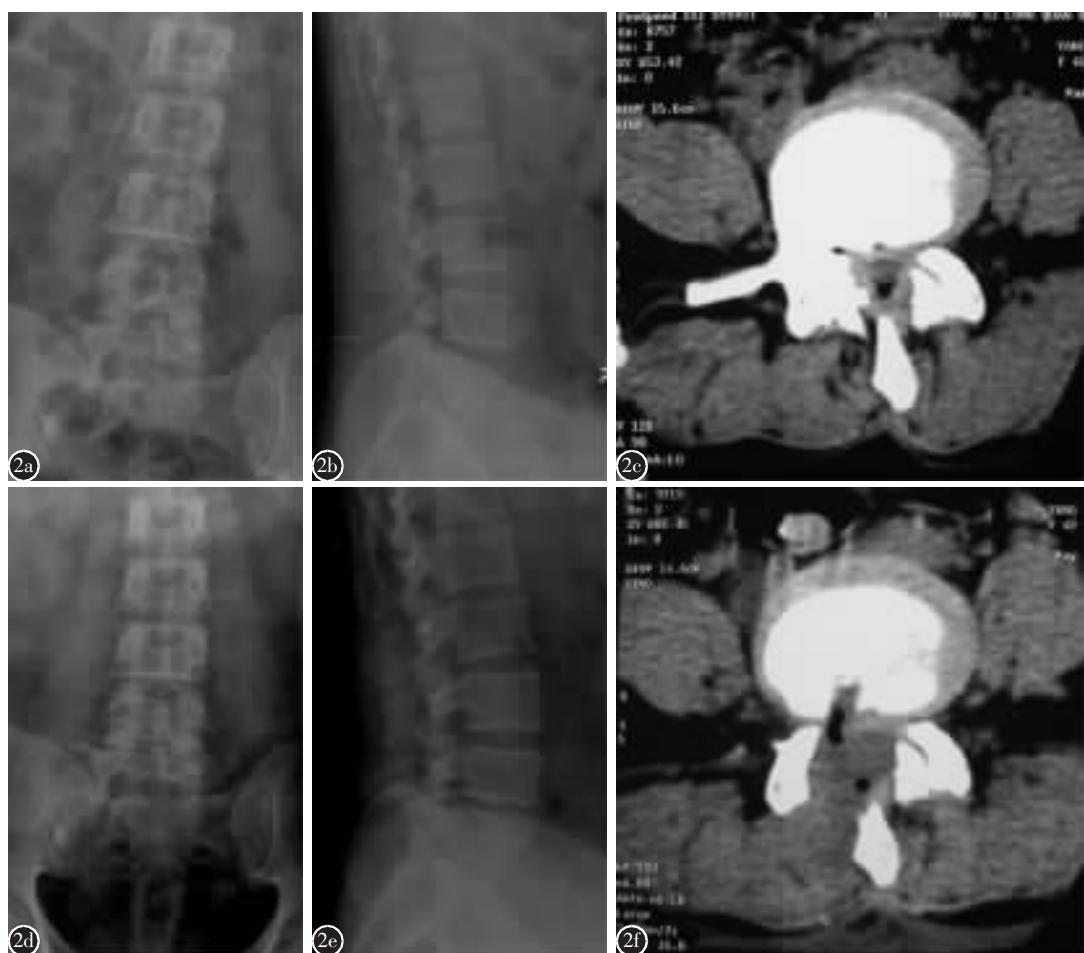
a,b 术前正、侧位 X 线片显示,术前将 1 枚定位针置入 L4/5 棘突间隙 c 术前 CT 显示 L4/5 椎间隙水平两侧黄韧带肥厚,右侧钙化,椎管狭窄 d,e 术后 3 个月正、侧位 X 线片示 L4/5 右侧开窗,保留了左侧关节突 f 术后 3 个月 CT 显示椎管减压充分,保留了左侧关节突
